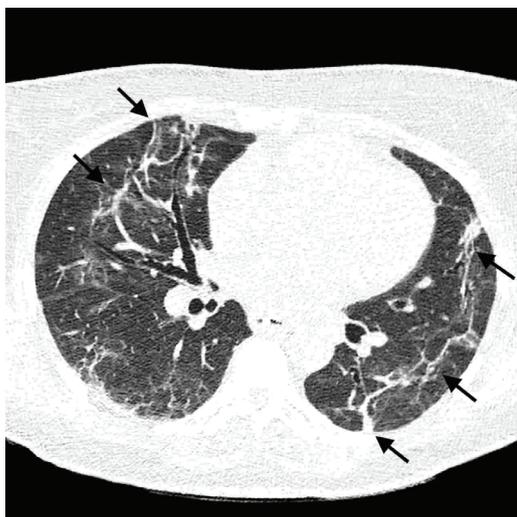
Tomografia computadorizada de tórax em janela de parênquima, com apneia expiratória evidenciando padrão de doença de pequenas vias aéreas que caracteriza por regiões com aprisionamento aéreo lobular e esparso por ambos os pulmões.
